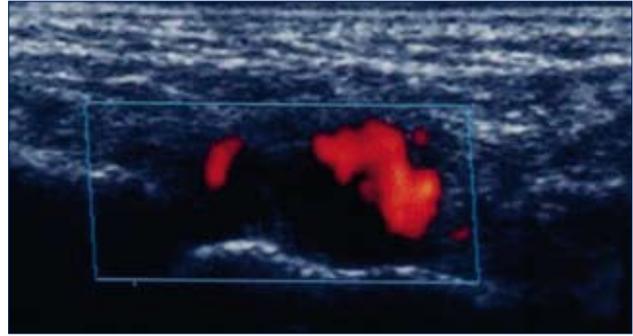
Sinovite della I articolazione tarsometatarsale di paziente affetto da artrite reumatoide. Mediante l'ecografia è possibile evidenziare la distensione della capsula articolare con proliferazione della membrana sinoviale ed intensa positività del power Doppler.
